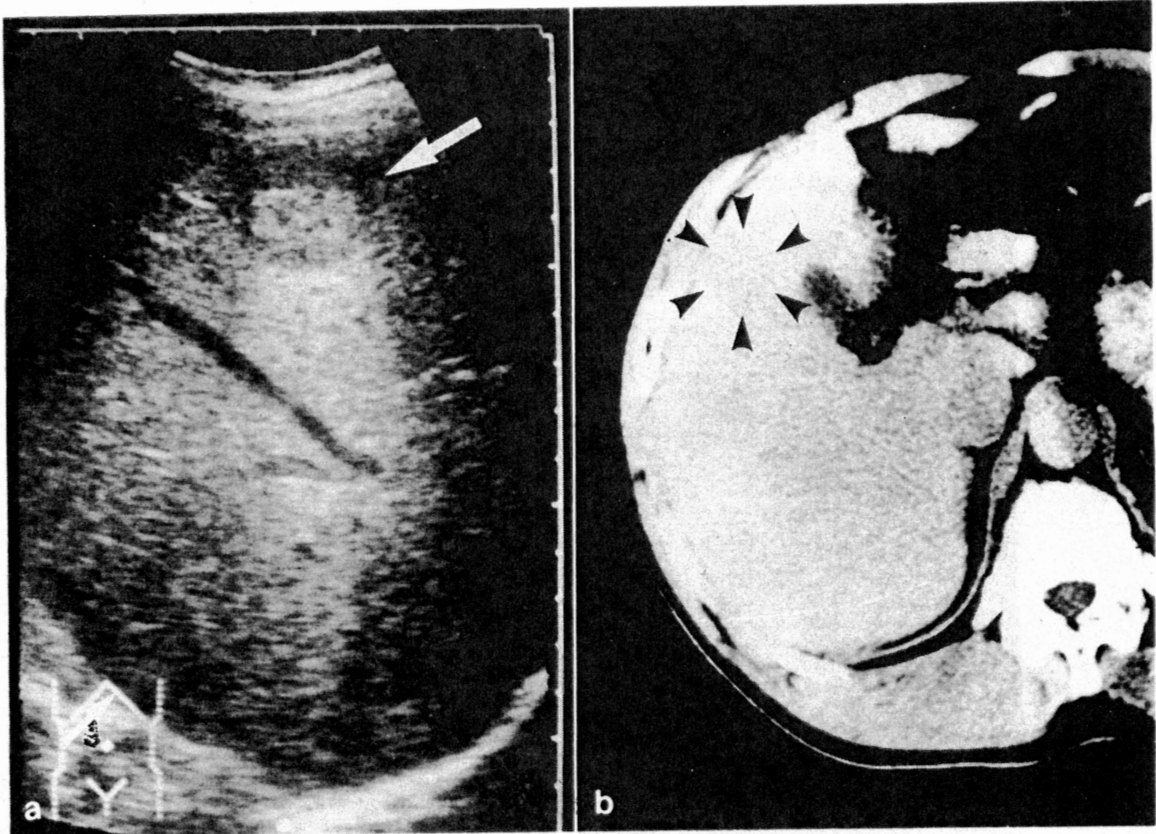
a: 腹部超音波所見では、右葉前下区域に直径 25 mm の HCC の所見がみられた。
